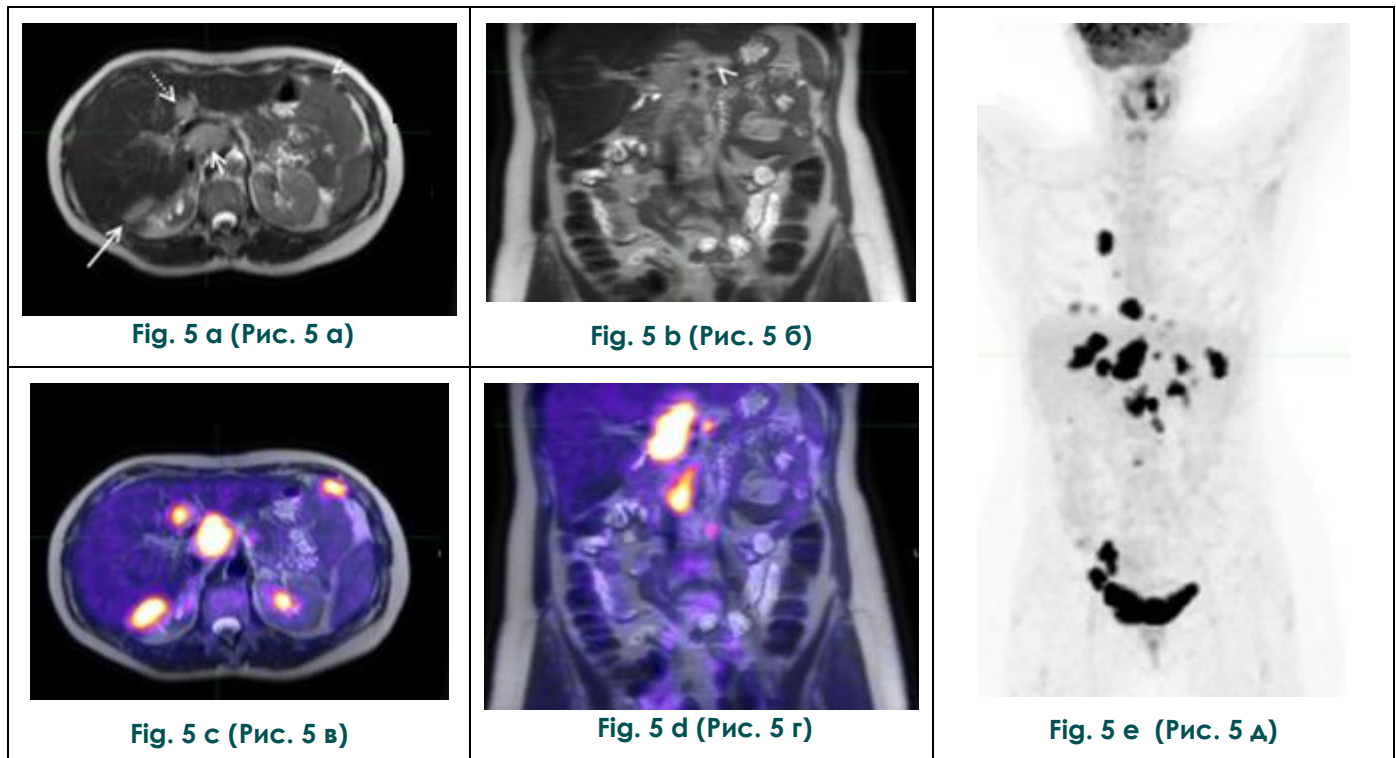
PET/MRI, in ovarian cancer.
